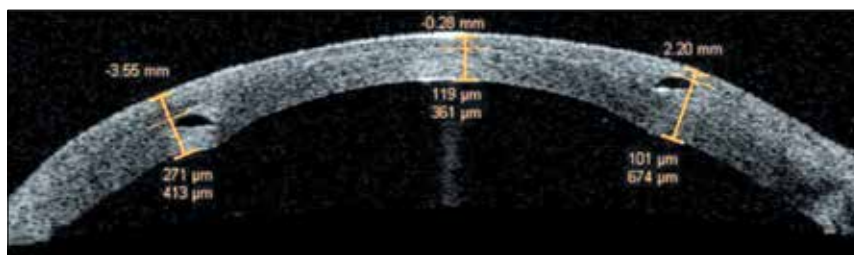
Пациент № 1. Оптическая когерентная томография после ИСКП
